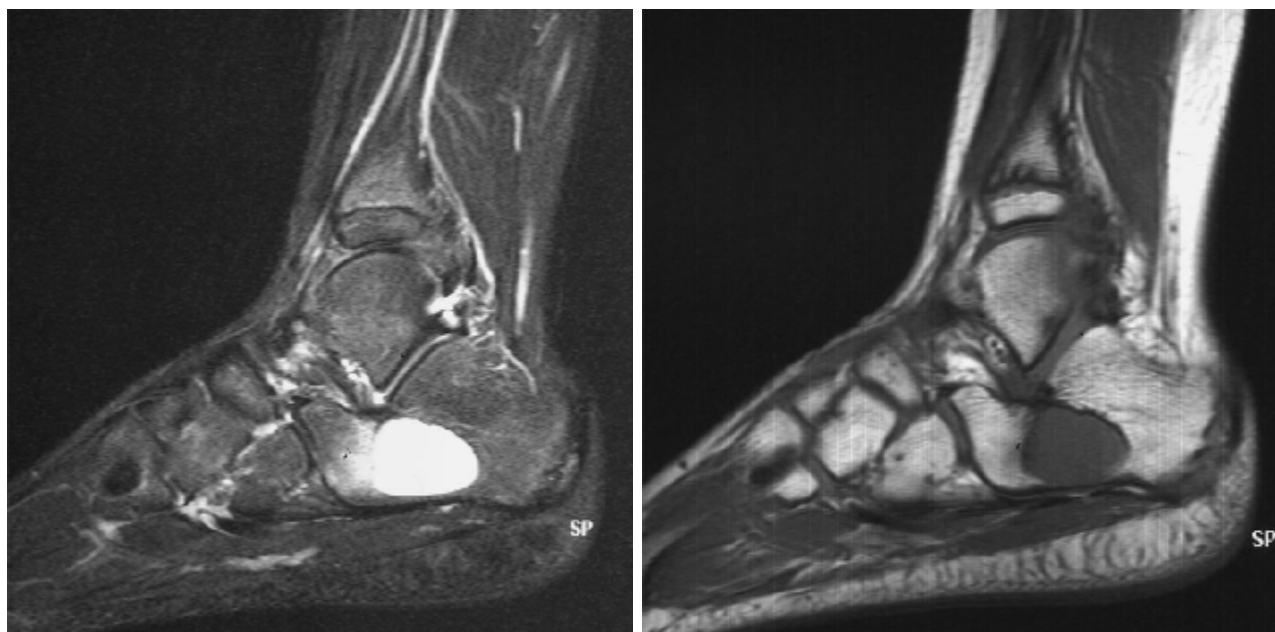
IRM montrent un KOE du calcanéum.
